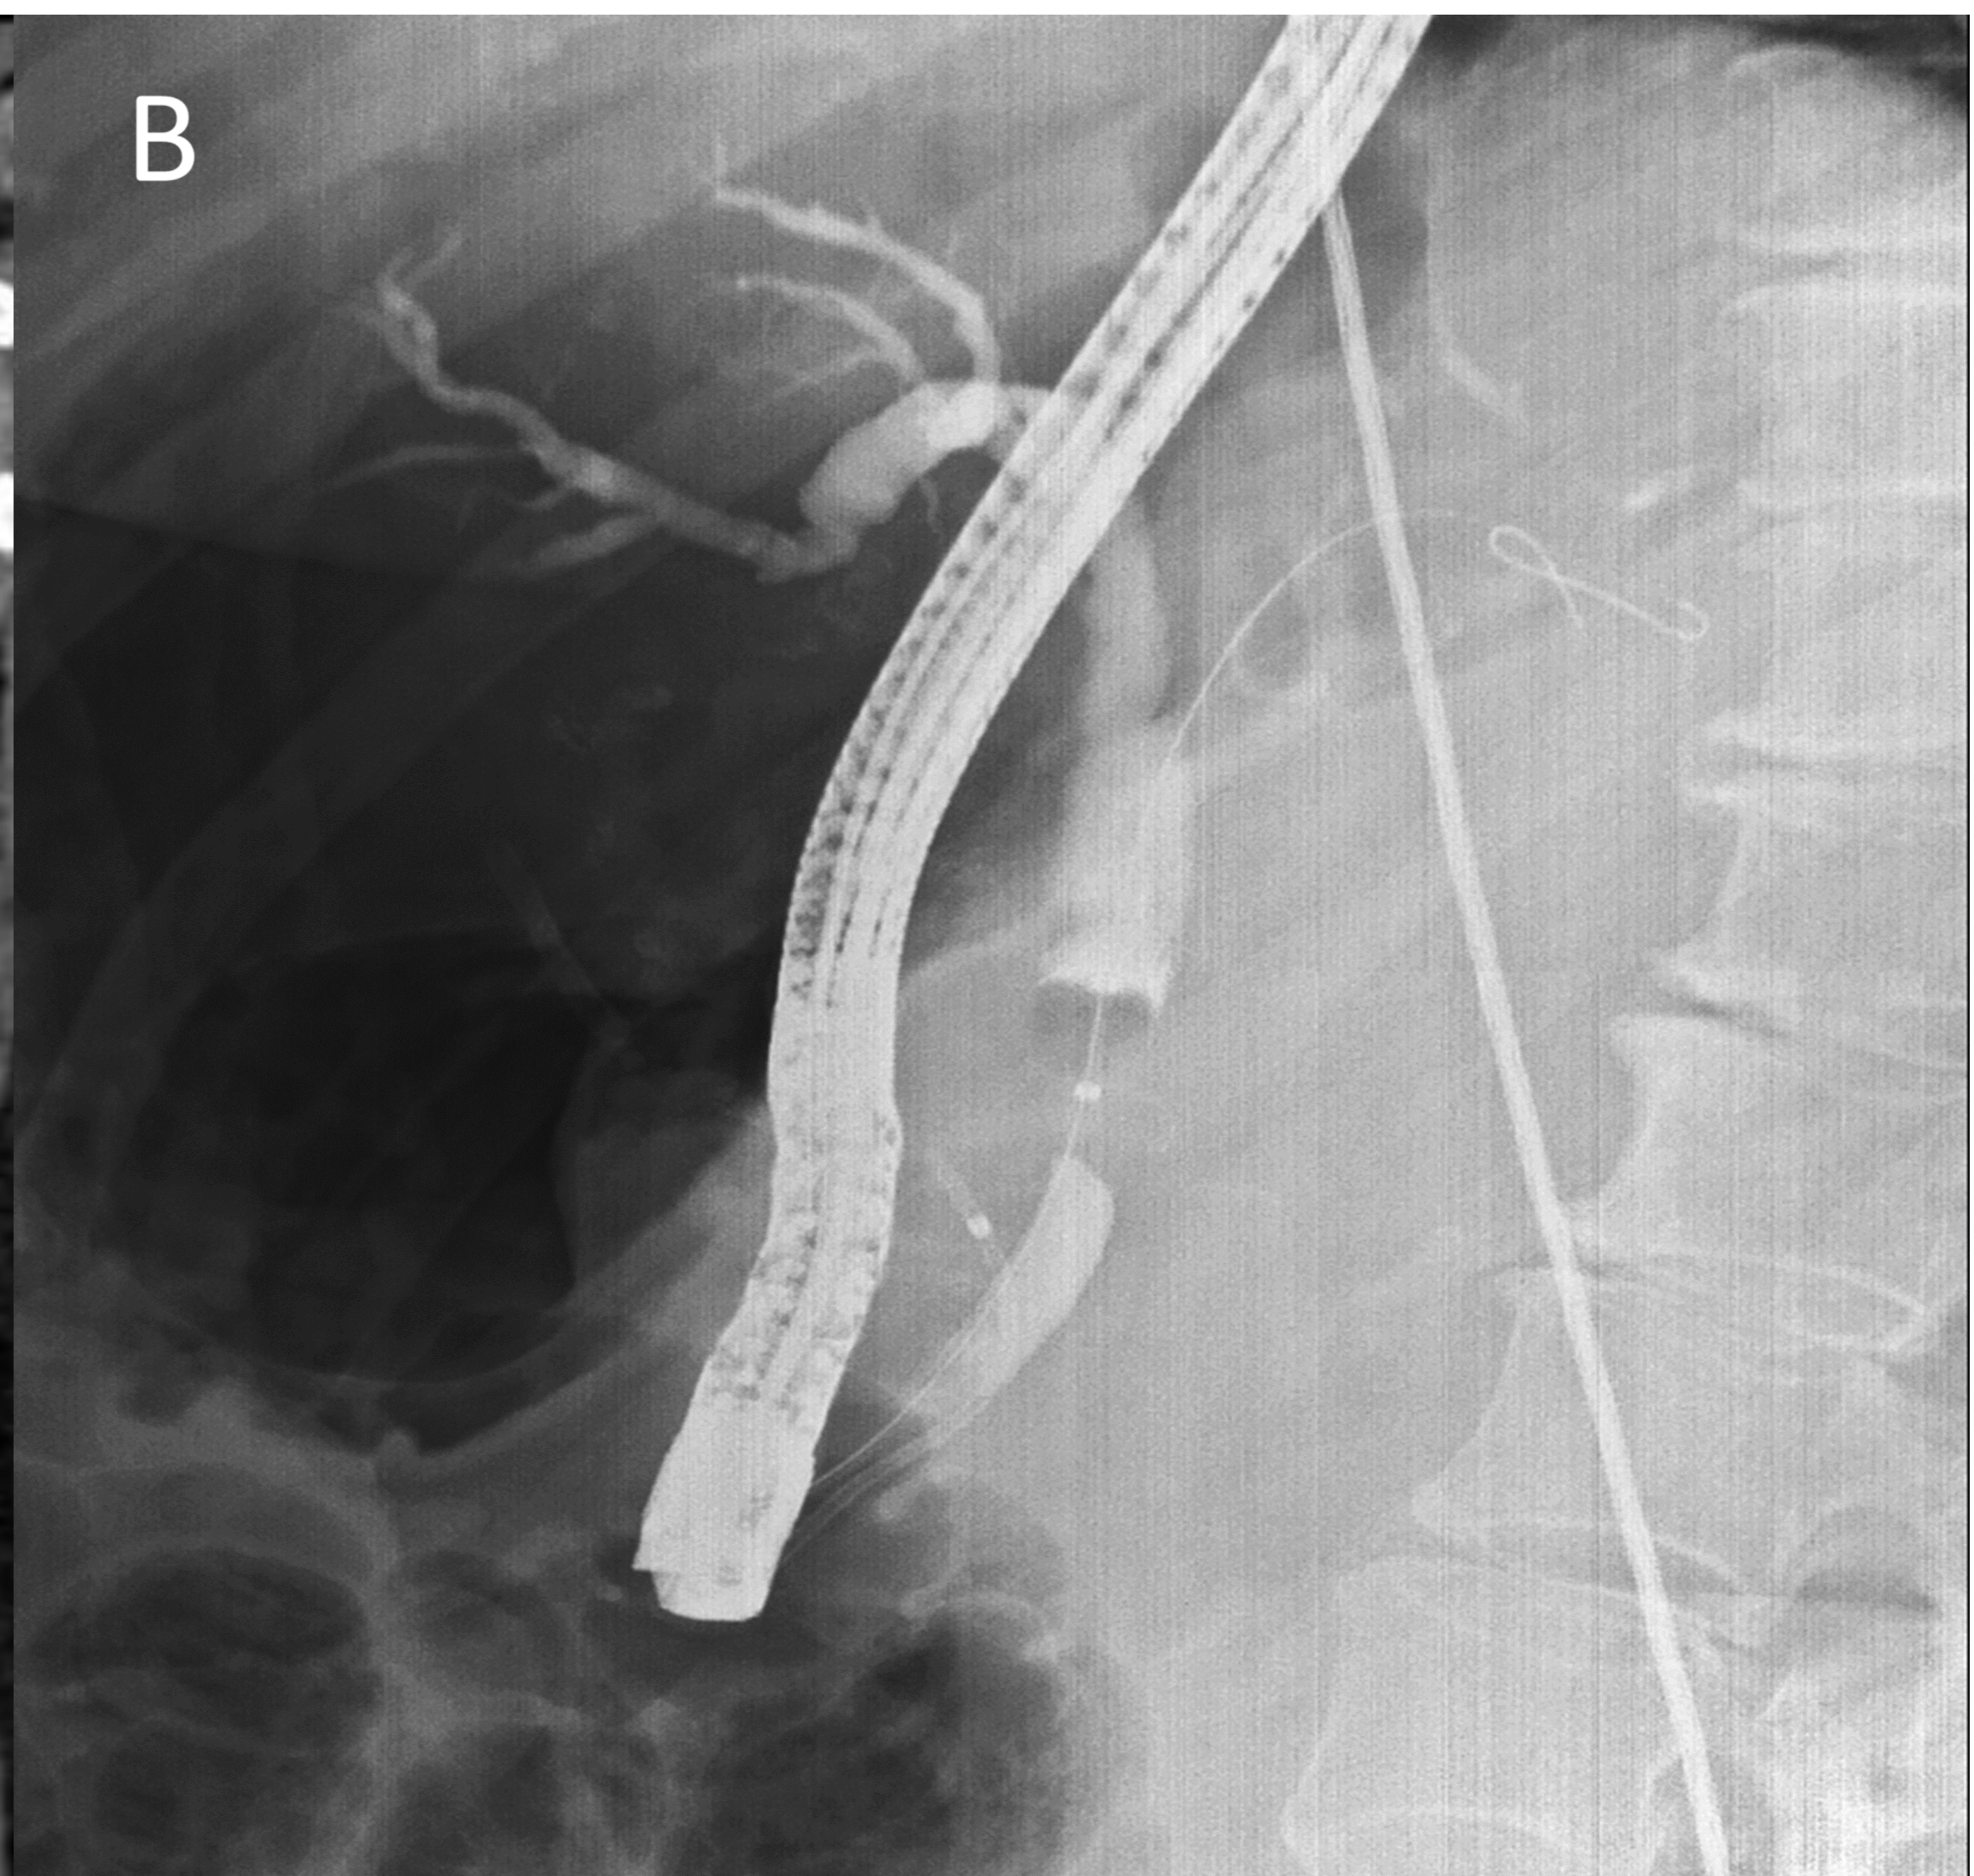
Paciente de 71 años presenta dolor abdominal agudo inespecífico y vómitos. Imagen A. TC abdominal con contraste en fase venosa: Tumoración que capta contraste, infiltra el tercio medio del colédoco y presenta crecimiento endoluminal sin afectación de la porción intrahepática del conducto; contacta con el margen superior de la cabeza del páncreas.
